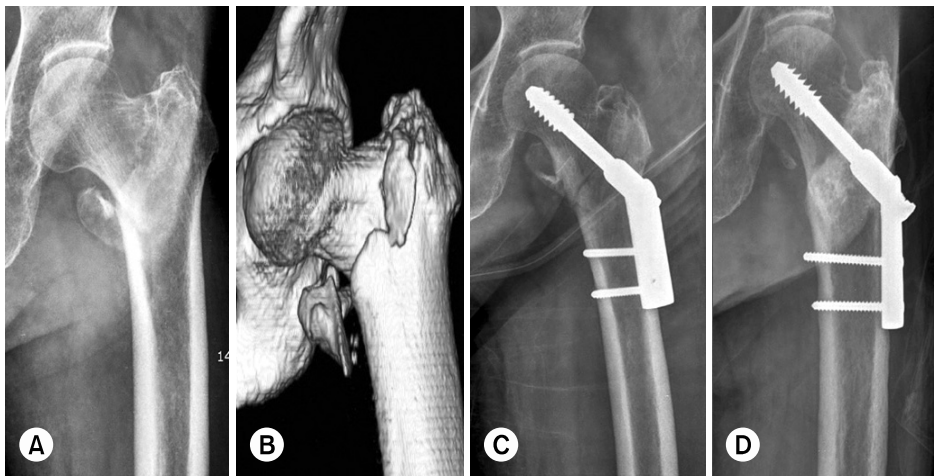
(A) A sixty seven-year-old woman sustained left hip fracture. (B) The fracture type was AO/OTA 31-A2.2 which was confirmed by 3-dimensional computed tomography scan. (C) The fracture was closely reduced and fixed with compression hip screw. (D) Final follow-up radiograph shows solid union and 5 mm lag screw sliding.
